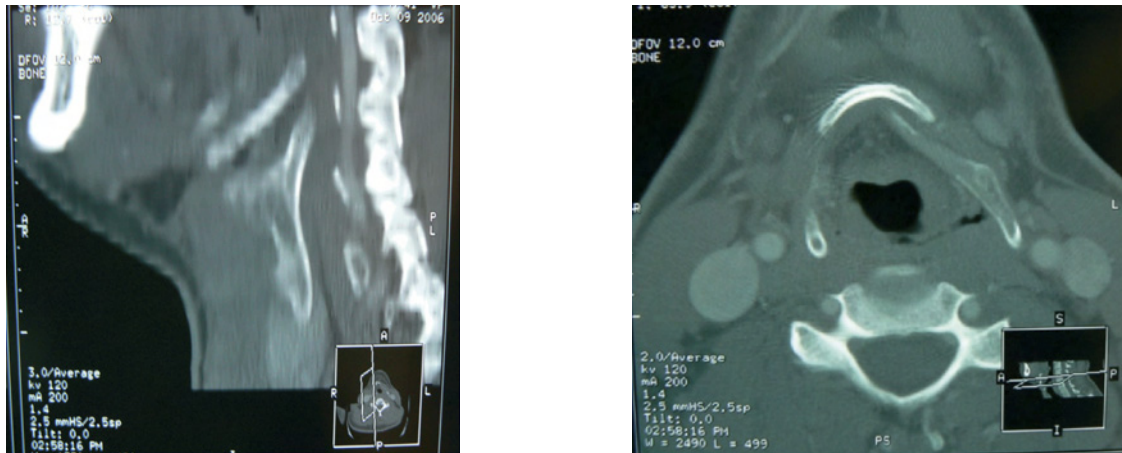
Sur le CT-scan, les coupes sagittale (à gauche) et axiale (à droite) permet d'apprécier le volume de la calcification stylo-hyoïdienne.
